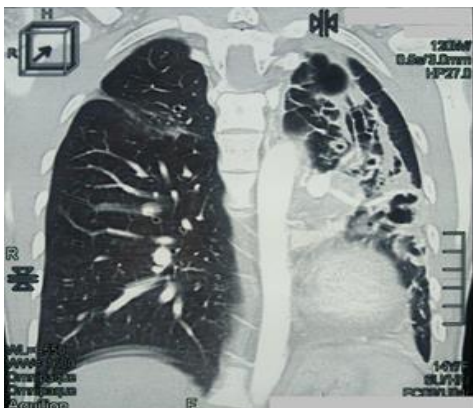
Tomografia computerizată. Polichistoză pulmonară a plămânului stîng. Stare după lobectomie inferioară pe stînga.
